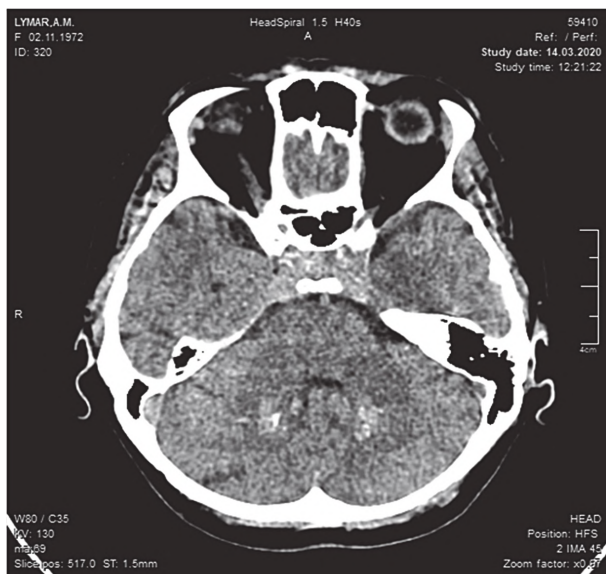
КТ головного мозку, ділянки кальцифікації в гемісферах мозочка.
